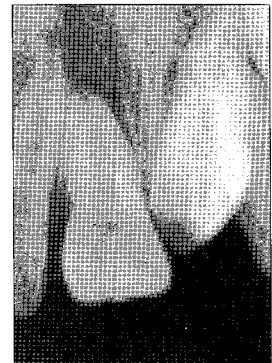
Radiographic view: initial.
